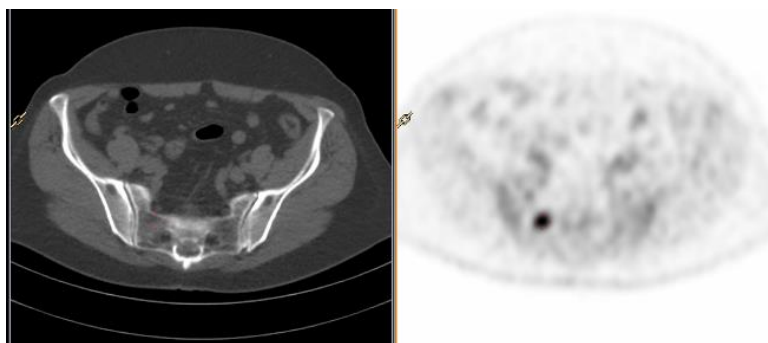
petit foyer d'hypermétabolisme, focalisé sur l'aileron sacré droit, unique, sans traduction sur les images TDM. Le suivi de la patiente a confirmé qu'il s'agissait d'une lésion métastatique osseuse.
